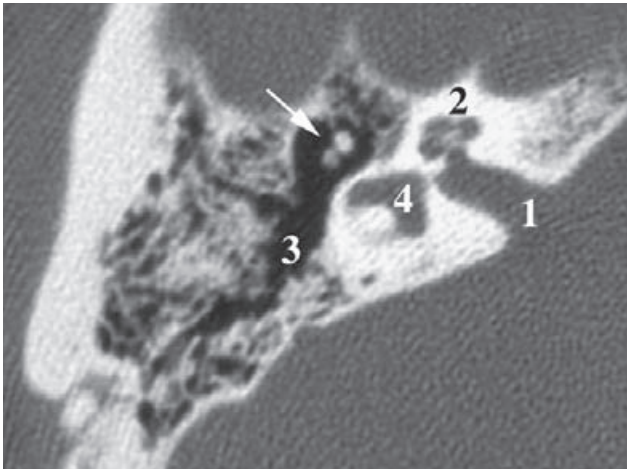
TC del peñasco del temporal: 1) conducto auditivo interno; 2) caracol; 3) antro mastoideo; 4) vestíbulo. La flecha indica los huesecillos de la caja del tímpano.
